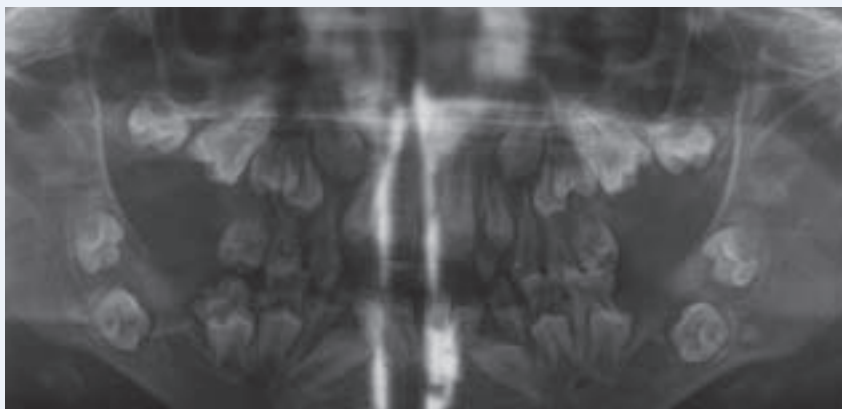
Otopantomografía: se observa la importante mal posición dentaria.
